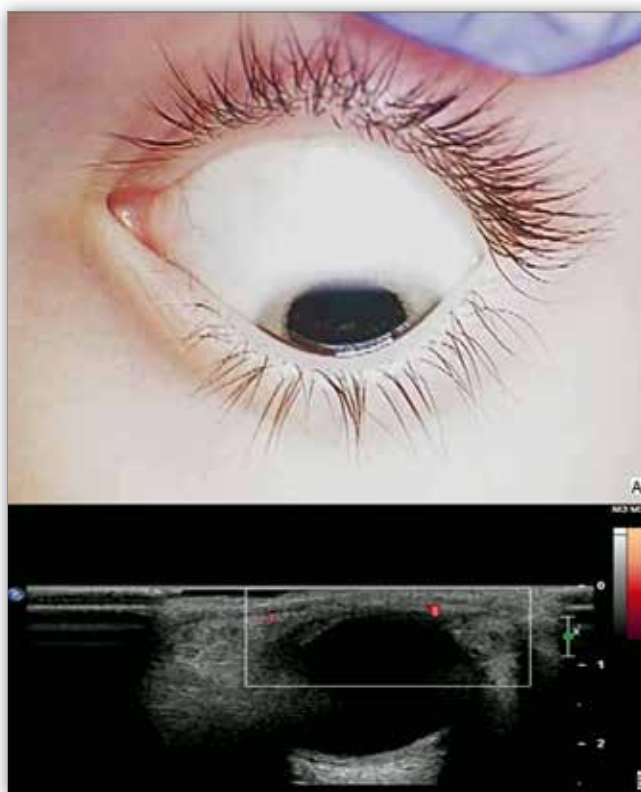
Initial presentation of the ocular venous malformation – a, Colour Doppler ultrasound image of ocular venous malformation – b.
